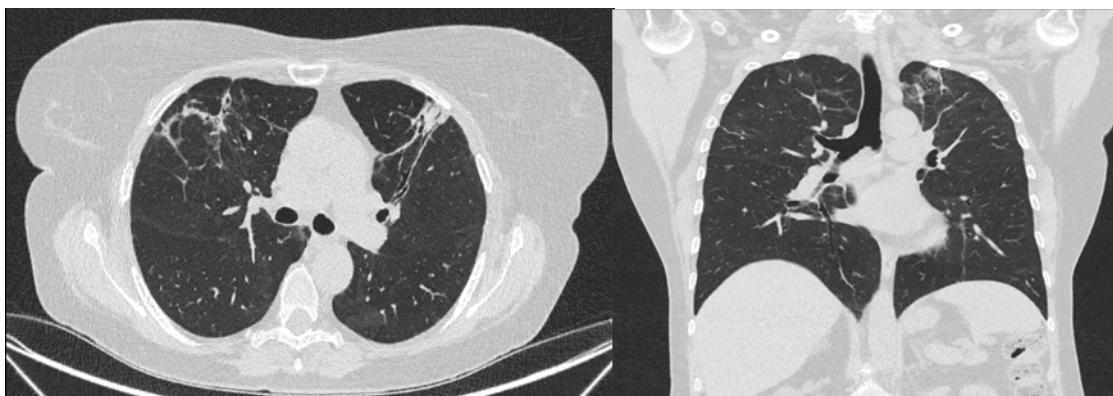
Tomografía de Tórax: ventana pulmonar con patrón en vidrio deslustrado con leve afectación del intersticio-alveolar.
